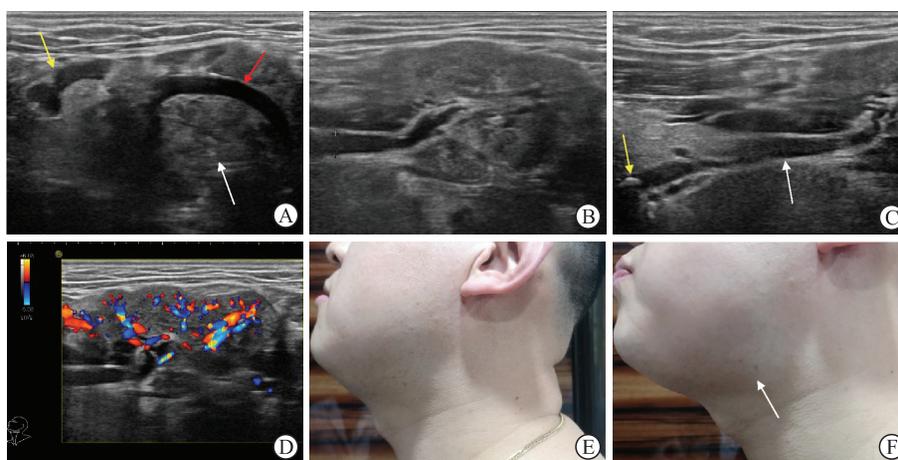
左侧颈部淋巴结及下颌下腺超声表现与食物诱导刺激前后左侧下颌区外观
